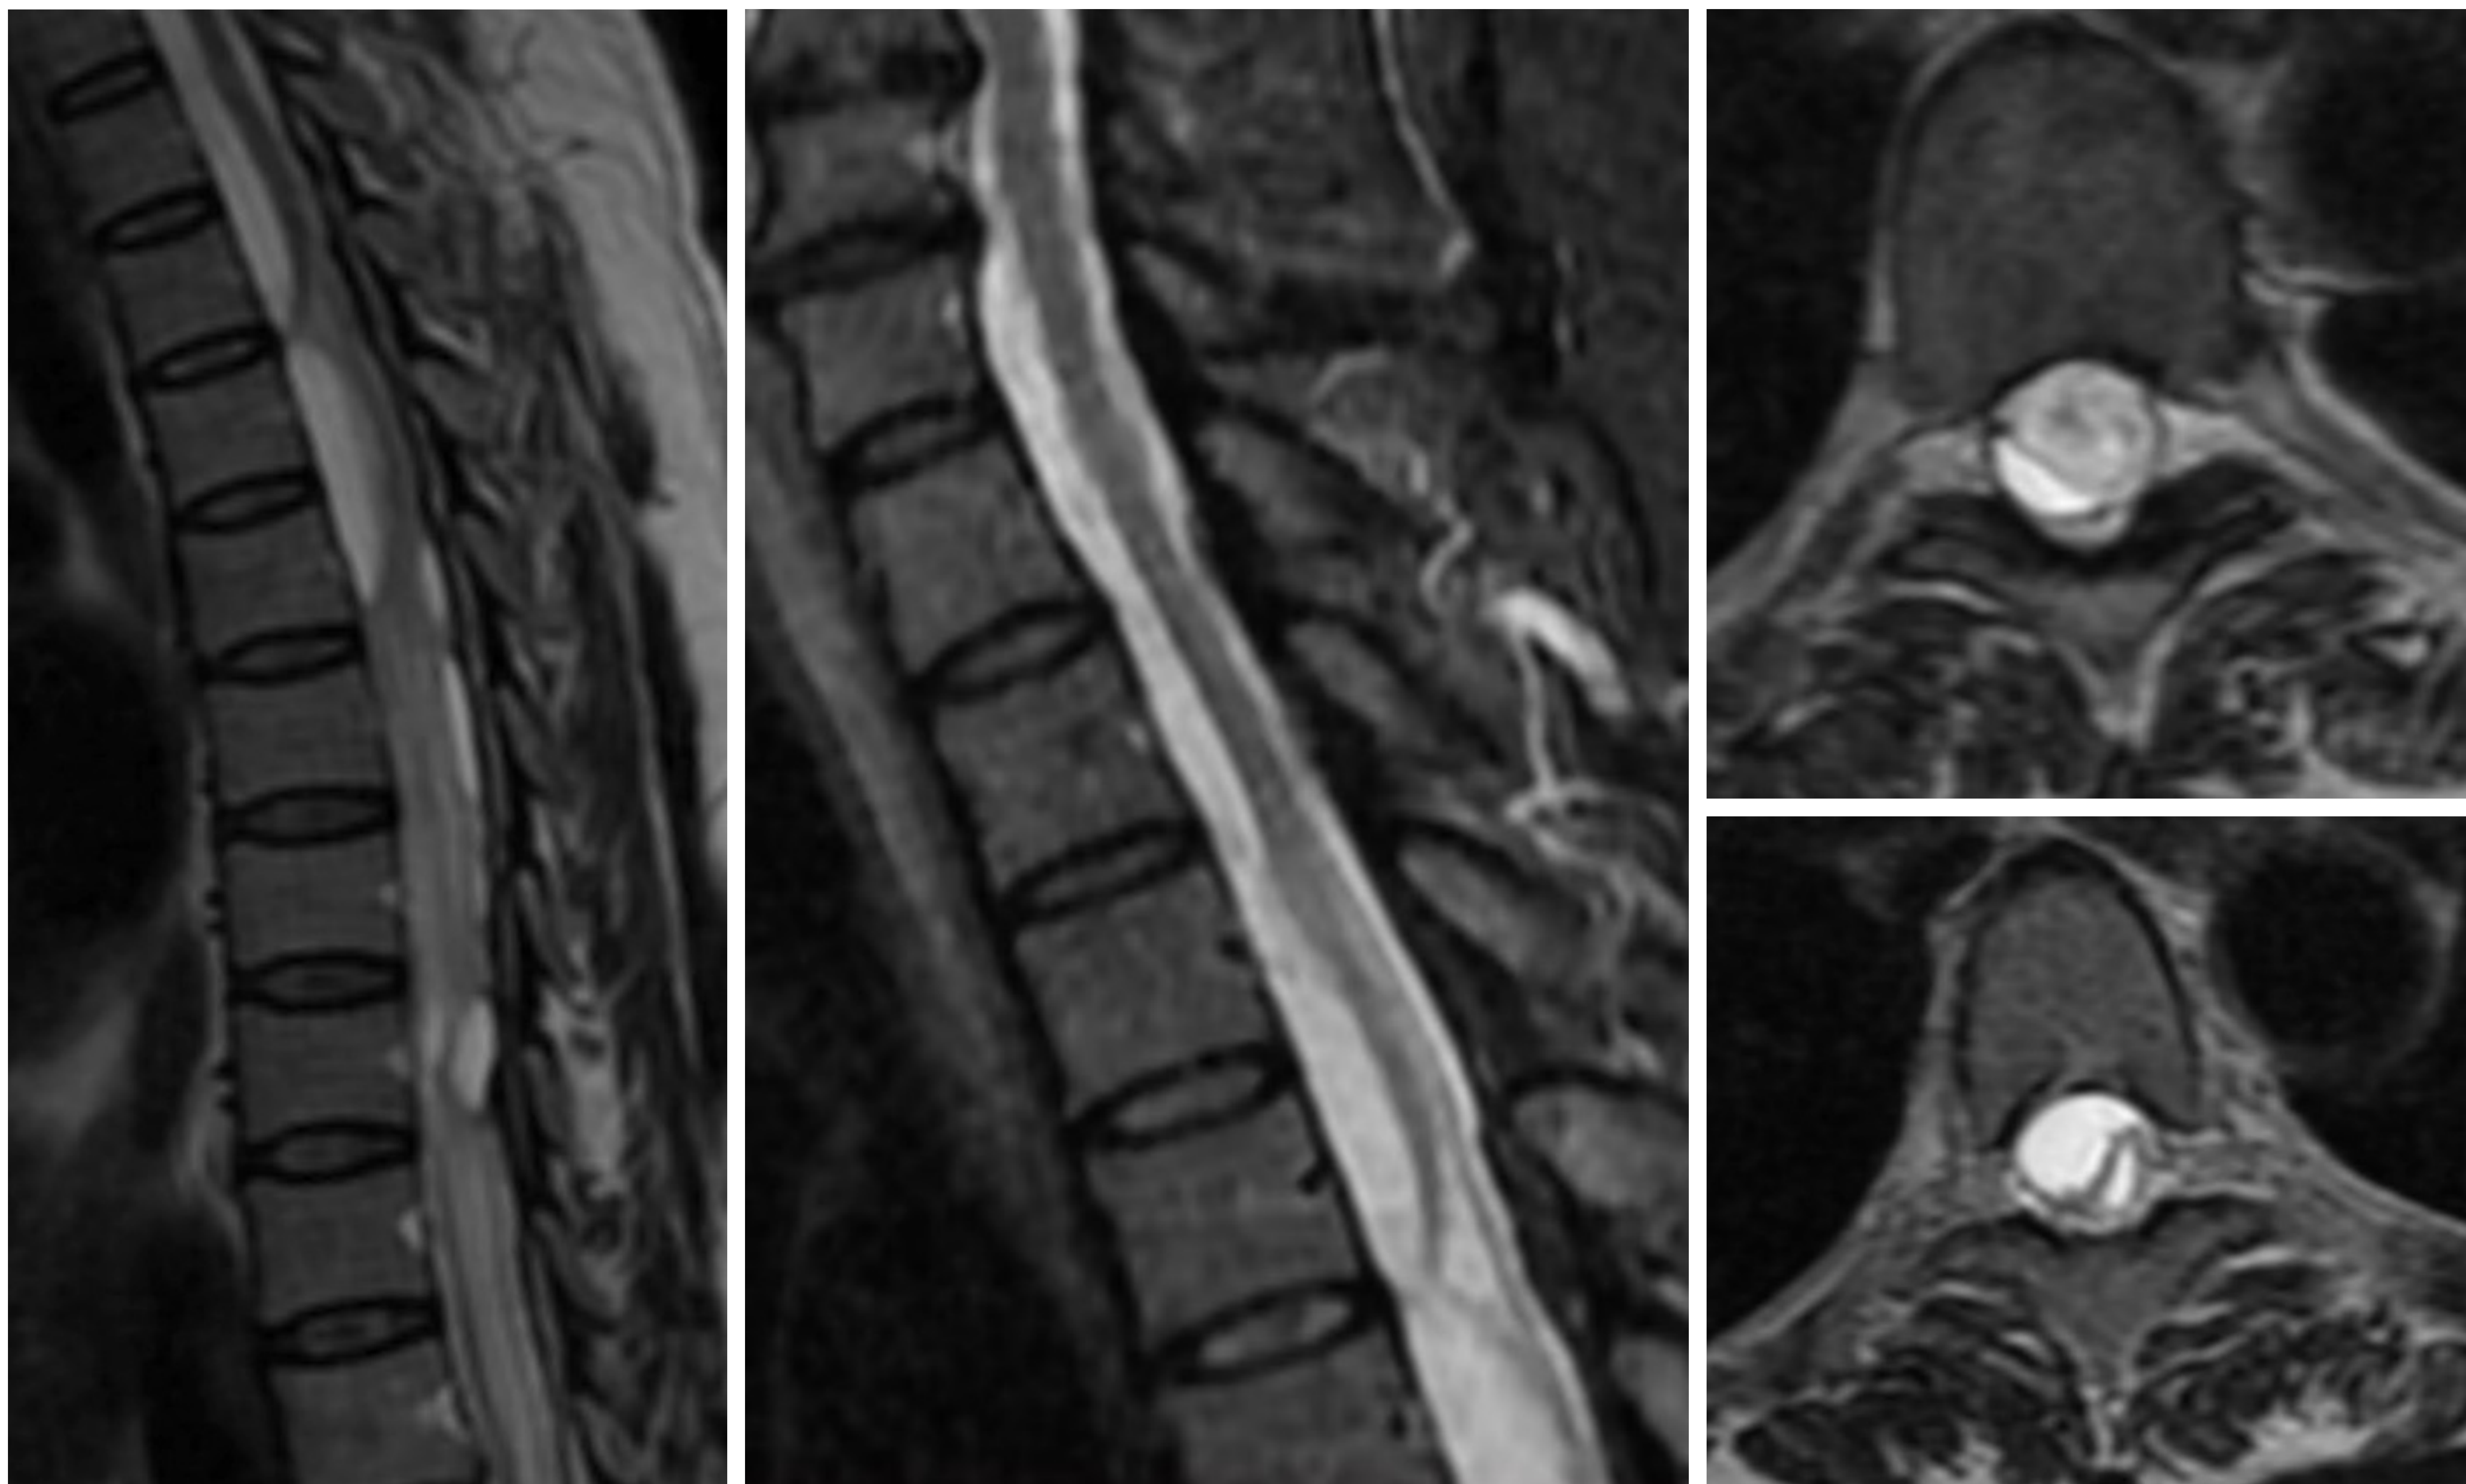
Adherencias aracnoideas. RM columna dorsal. Se presentan secuencias T2 y STIR sagitales y secuencias T2 axiales. Múltiples adherencias aracnoideas de predominio anterior que condicionan loculaciones de LCR. Paciente con antecedente de aracnoiditis y siringomielia por raquianestesia en un parto 15 años antes.
